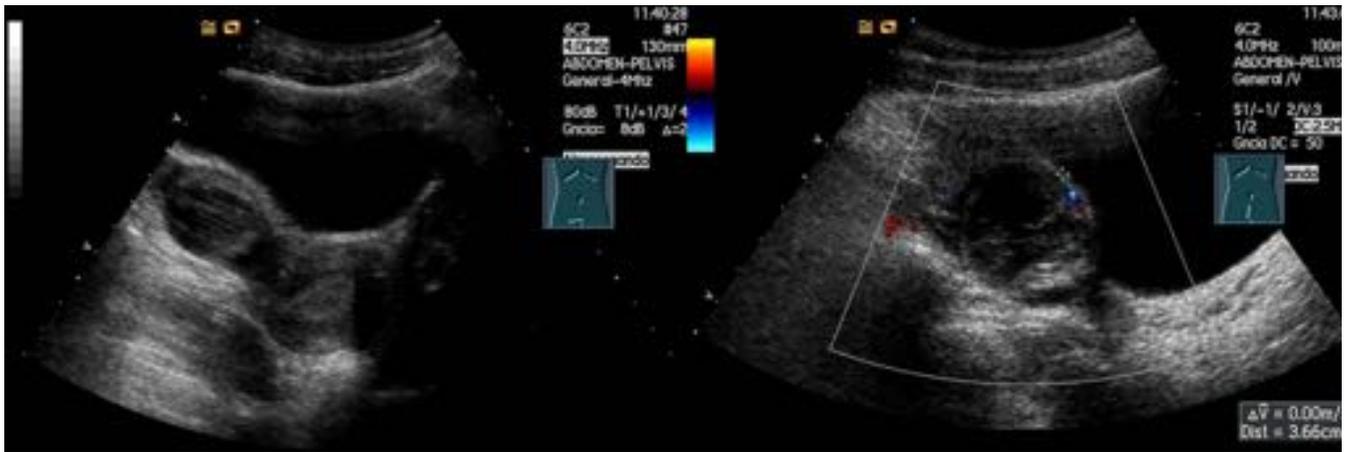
Niña, 12 años. Dolor pélvico focalizado en FID de 6 horas de evolución sin otros síntomas. Ecografía pélvica en la que se visualiza una imagen ovalada de hiperecogénica a de bordes bien delimitados con áreas anecóicas irregulares en su interior sin visualizar folículos. La lesión se localiza en el ovario derecho. El ovario contralateral es de aspecto normal. Diagnóstico de quiste hemorrágico en el ovario derecho.
